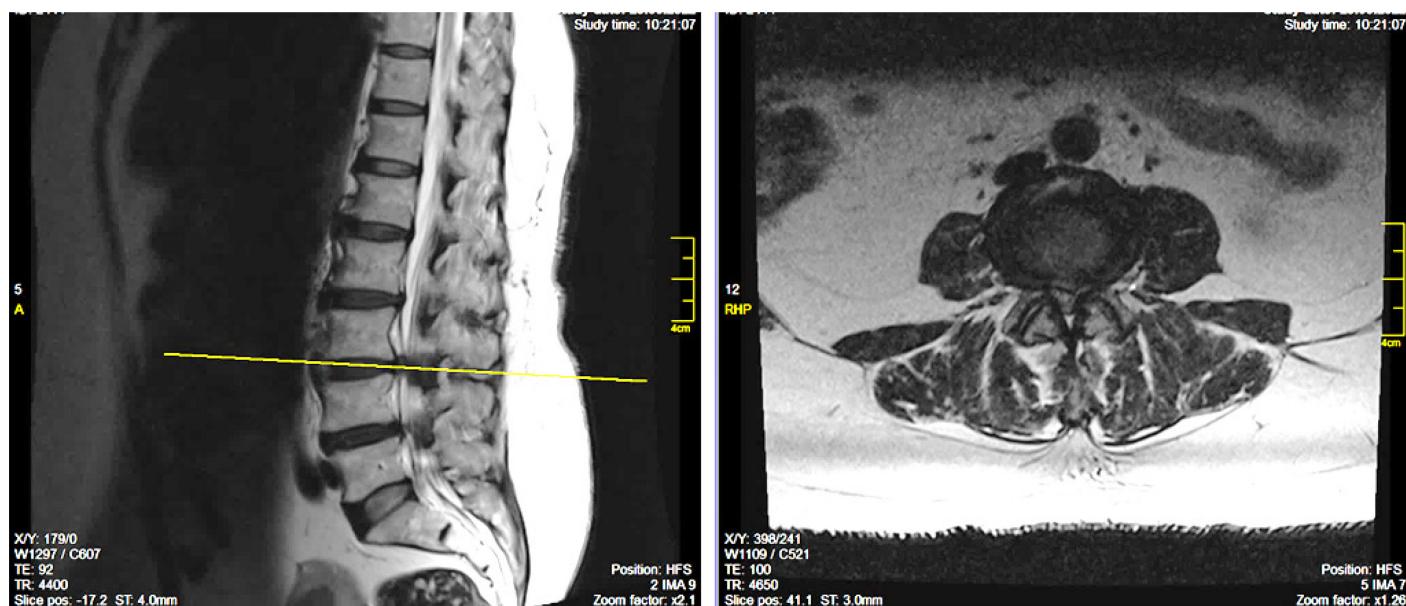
До операции МРТ T₂ взвешенное изображение в сагиттальной и аксиальной проекции с фораминальным стенозированием на уровне L_{III}-L_{IV}
